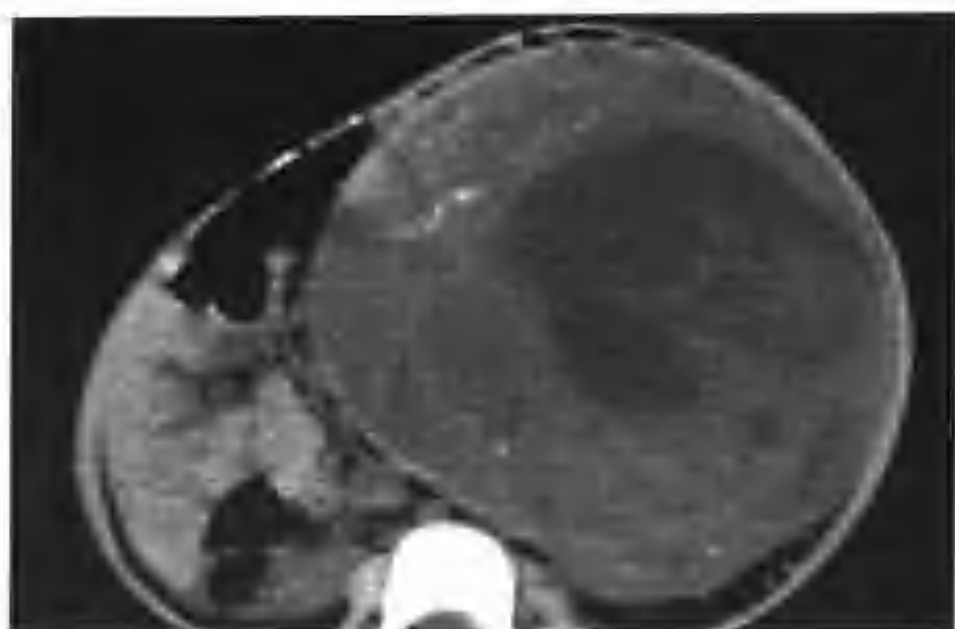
左肾母细胞瘤 (CT 平扫示左肾巨大肿瘤, 平扫呈等低混杂密度, 散在钙化点)
